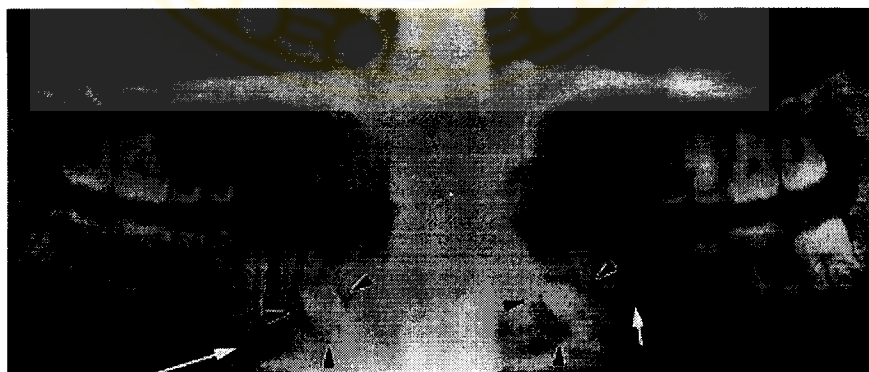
adalah 3D-CT secara *cross sectional* dengan jelas menunjukkan ekspansi pada korteks bukal, dua gigi yang tidak erupsi di dalam lesi, premolar kiri yang tidak erupsi, dan perubahan tempat kanalis mandibula.
